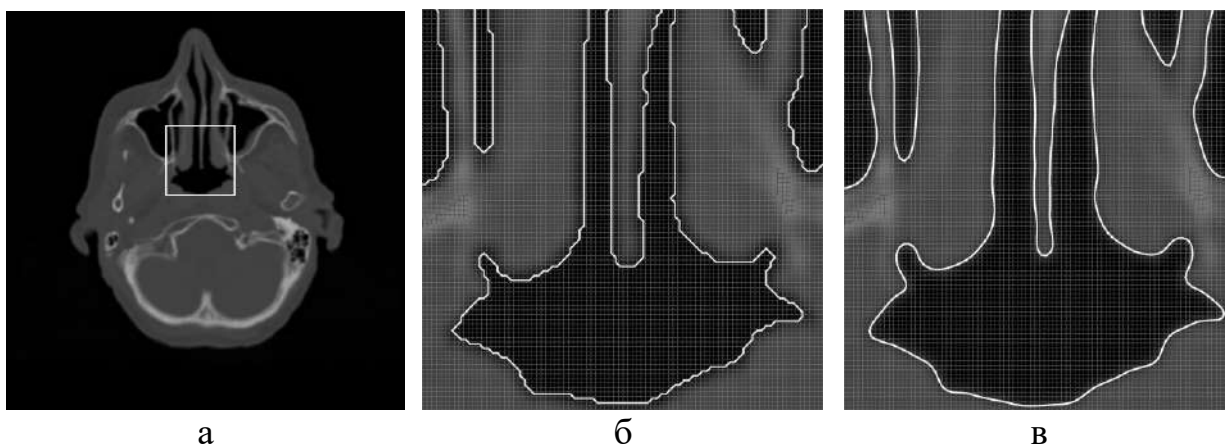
Виділення контурів верхніх дихальних шляхів пацієнта на томографічному зрізі
